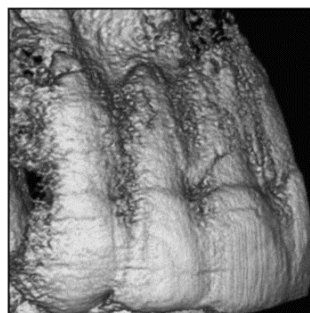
Imagen de CBCT posttratamiento de la zona de transposición corregida. Obsérvese la pérdida ósea en las tablas vestibulares. En: Nishimura et al ⁽²⁸⁾.
